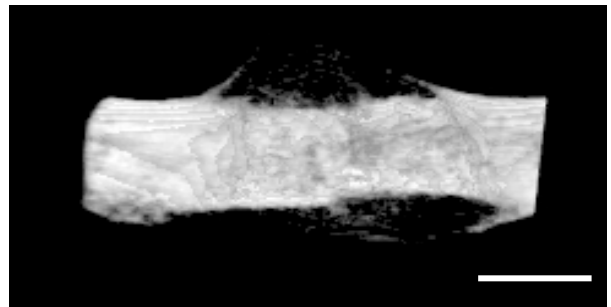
Repräsentative  $\mu$ CT-Bilder 2 (A, C) und 5 Wochen (B, C) postoperativ bei den mit EPO-behandelten Tieren (A, B) und Kontrollen (C, D). Maßstab entspricht 1 mm.
